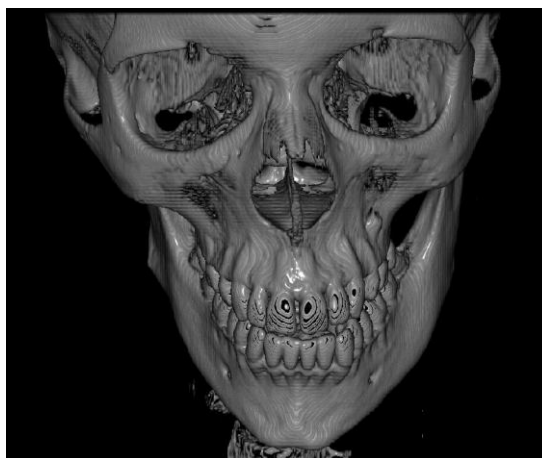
КТ пациентки К. до операции
